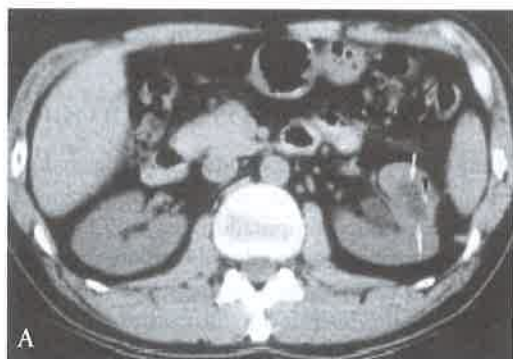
Tomografia computadorizada. Paciente do sexo feminino, 53 anos. A) Calcificações periféricas em massa de baixa densidade à esquerda. B) Pequenas massas mediais à massa hipodensa no rim esquerdo<sup>42</sup>.
